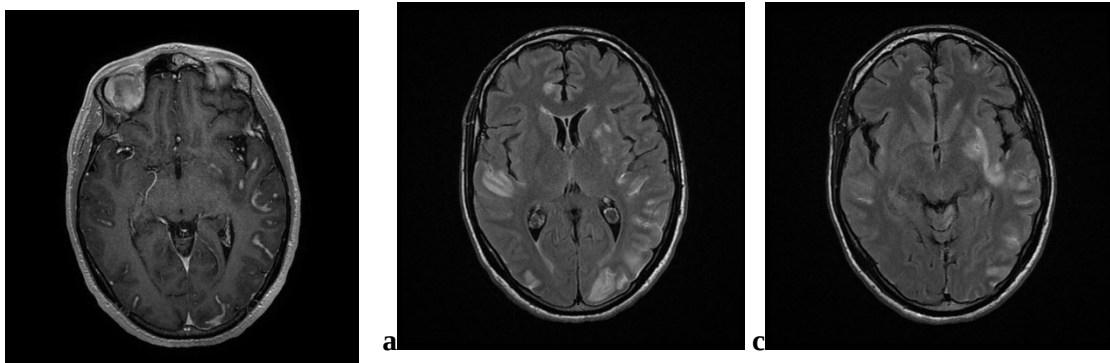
IRM cérébral d'une méningoencéphalite tuberculeuse en coupes axiales en séquences pondérées T1 après injection du gadolinium (a) et en séquence FLAIR (b et c) mettant en évidence un hypersignal étendu du ruban cortical à l'étage sus tentoriel associé à un épaississement et prise de contraste nodulaire et gyriforme des espaces lepto-méningée sus et sous tentorielle sans signe évident d'hydrocéphalie.
